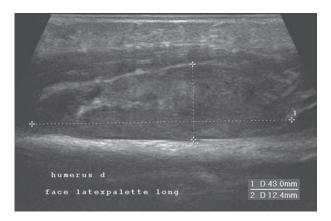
Échographie d'un abcès sous-périosté huméral droit. Source : Danièle Pariente.
